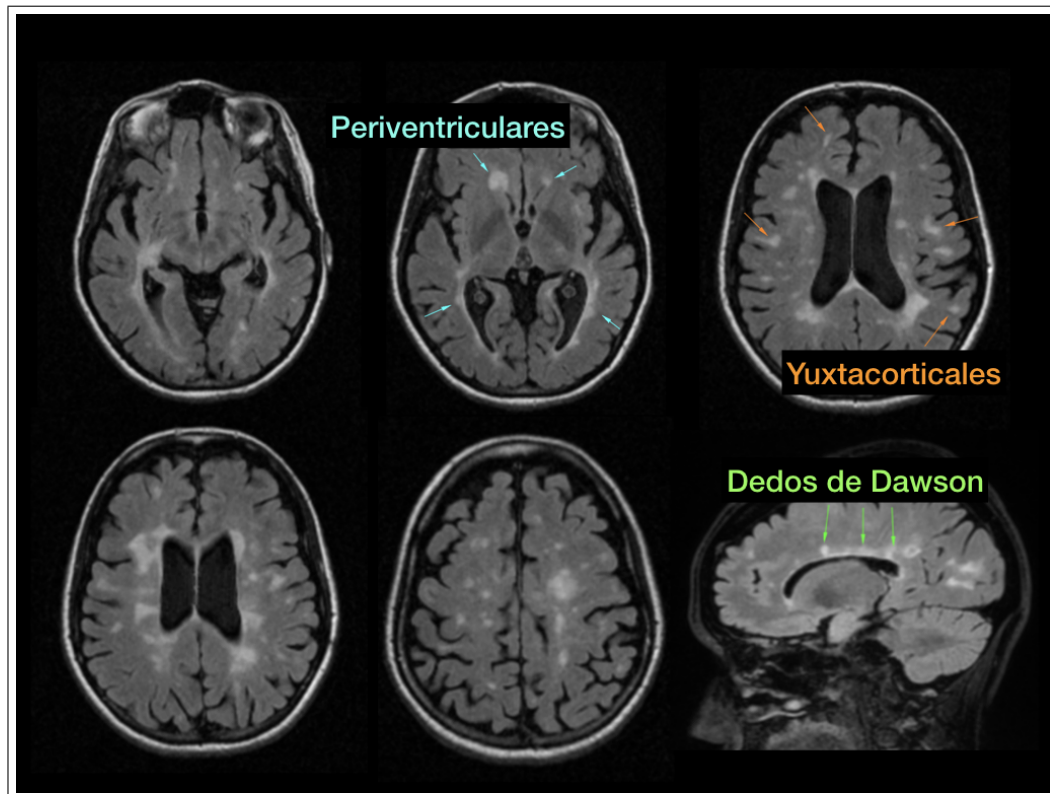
Resonancia magnética en Esclerosis Múltiple. Paciente con EMRR de 47 años de edad y 12 años de evolución de la enfermedad con lesiones hiperintensas en la secuencia de recuperación de la inversión a los fluidos atenuada en T2 (FLAIR) periventriculares, yuxtacorticales y en Dedos de Dawson.
